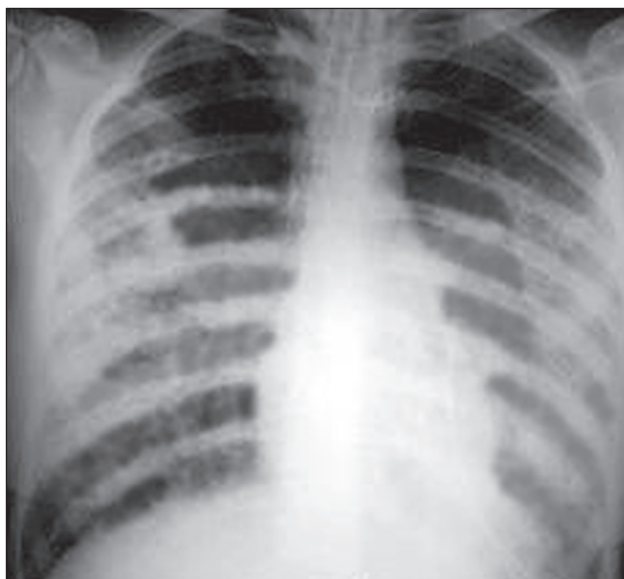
Рентгенография пациента И., 33 лет при поступлении. Инфильтративное затемнение обоих легких в пределах 3-4 квадрантов по J.F. Murray
